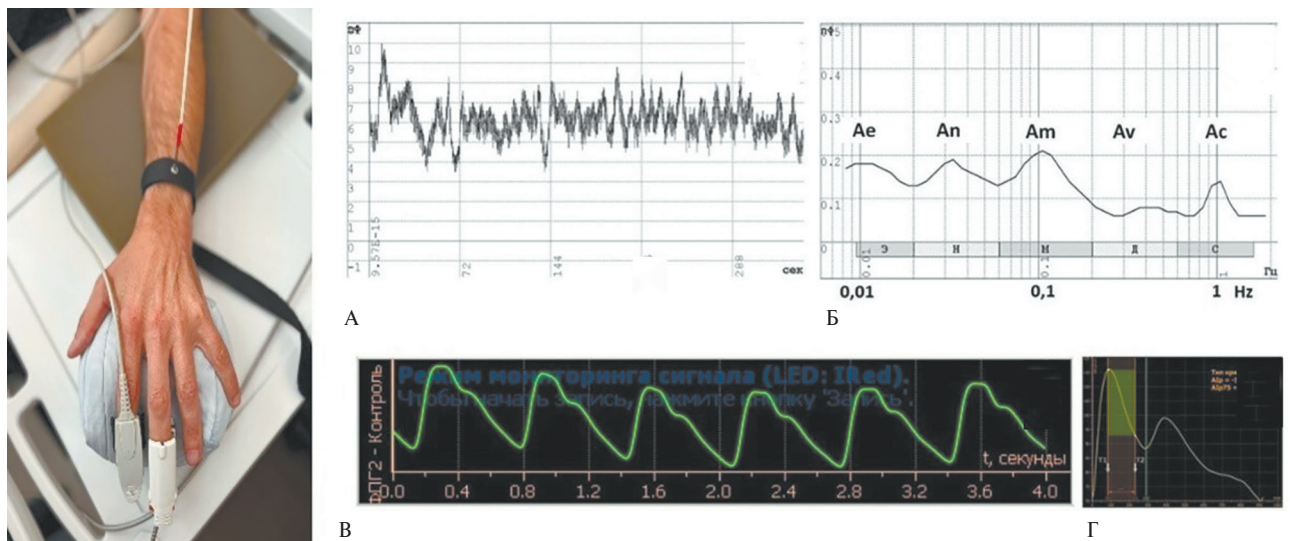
ЛДФ на среднем пальце и предплечье и ФПГ на указательном пальце: А — ЛДФ-грамма БП; Б — амплитудно-частотный вейвлет анализ колебаний кожной перфузии при БП (логарифмический масштаб); В — фотоплетизмограмма; Г — контурный анализ пульсовой волны.
